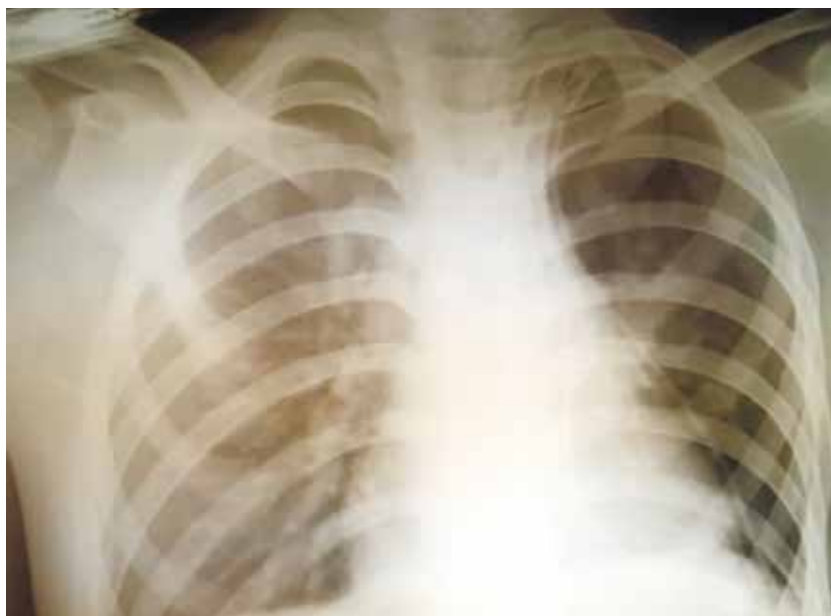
Послеоперационный рентген (31.07.2019) – слева состояние после типичной резекции н / доли, легкое расправлено, прозрачное, жидкость в плевральной полости не определяется. Пневматизация справа несколько снижена
